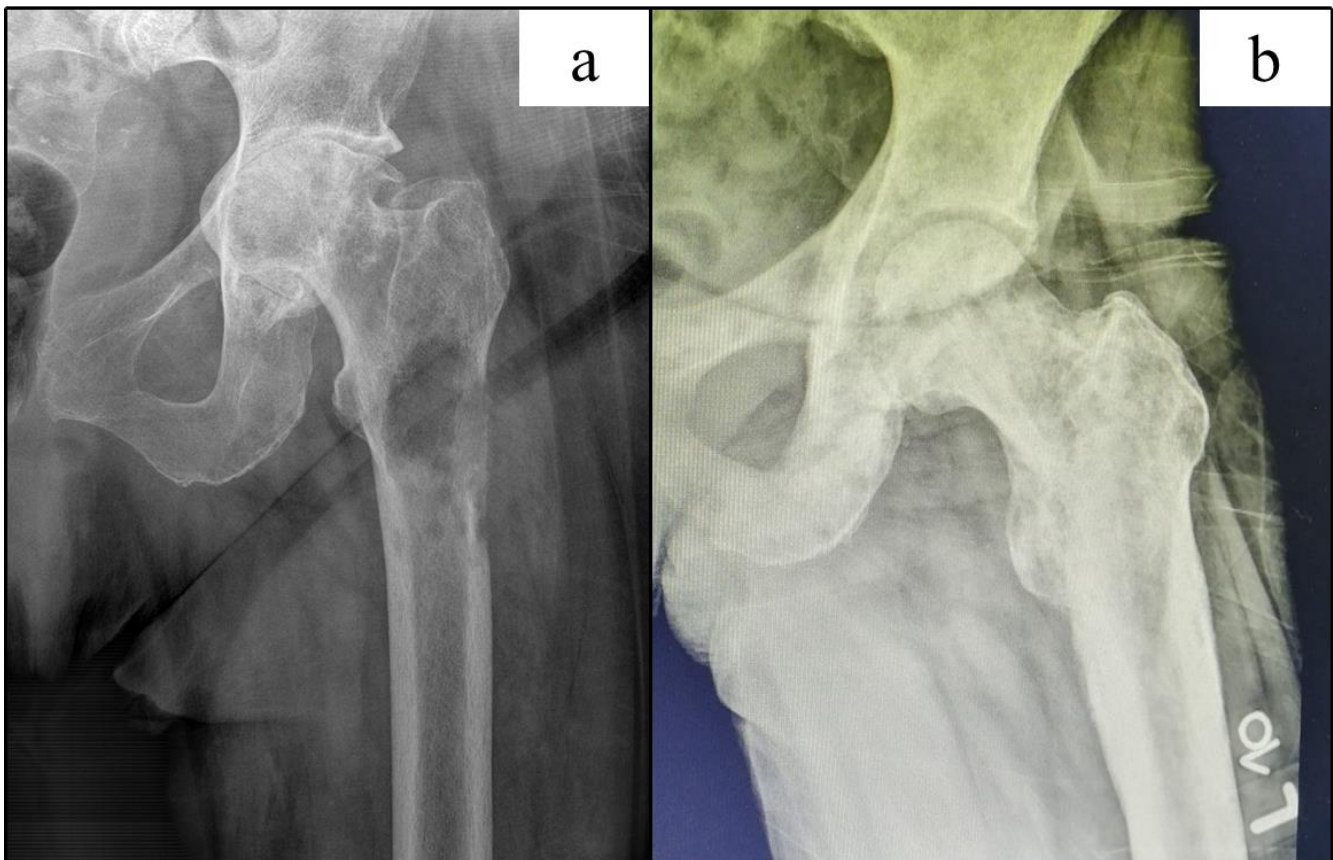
Nativna radiografija femura sa patološkim prelomom na polju mešovite metastaze
